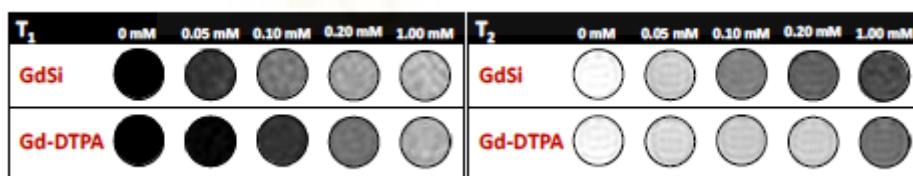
T1-weighted (left) and T2-weighted (right) magnetic resonance imaging (MRI) slices of GdSi aqueous solutions (0.1% xanthan gum), with varying  $\text{Gd}^{3+}$  concentration, at magnetic field of 3 T and echo time of 2 ms (T1) and 203 ms (T2).
